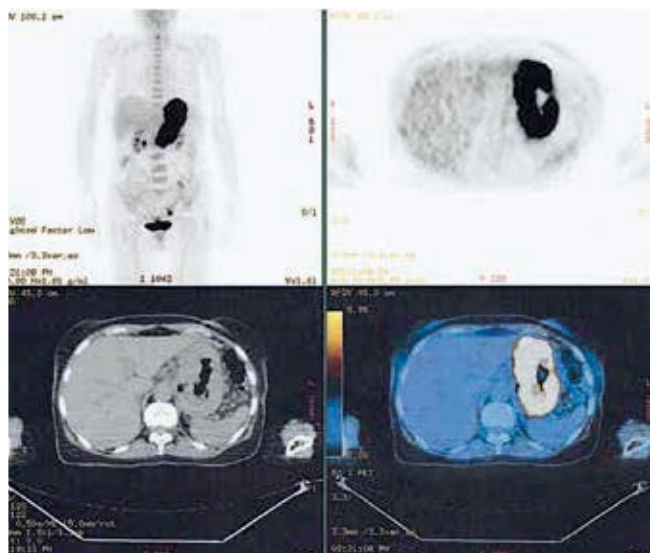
PET com FDG-F18 revelando intensa hipercaptação anômala e marcado espessamento parietal a nível do estômago, alterações compatíveis com exuberante doença linfomatosa em atividade.
